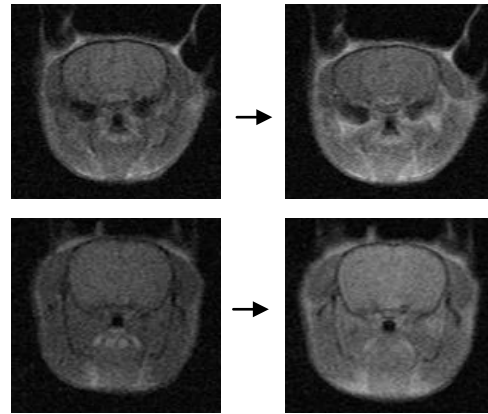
COP(上段)、HMP(下段)投与前後の MRI 撮像結果
